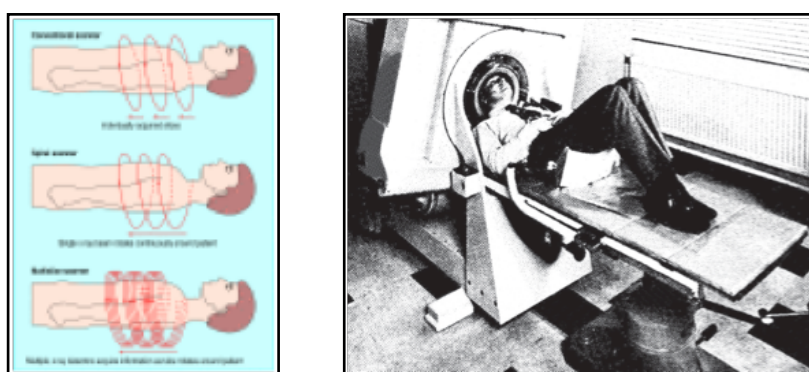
Ejemplo de TC de primera generación
